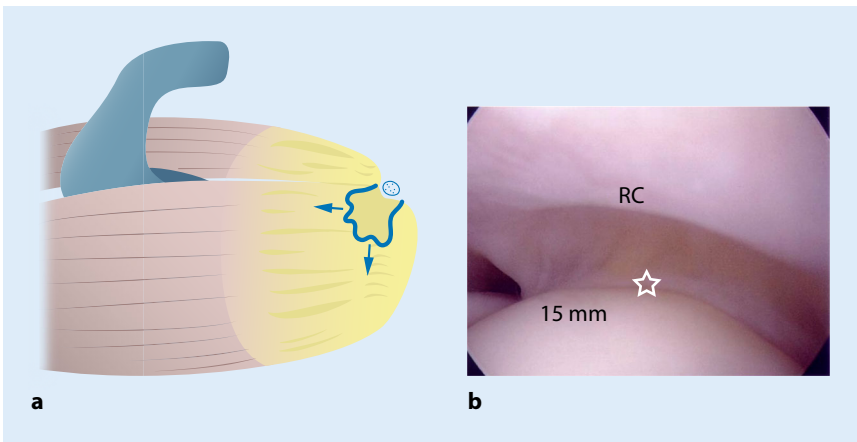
▲ a Beginn und Ausbreitung einer degenerativen Läsion der RM (Pfeile). (Nach Matsen [19])
